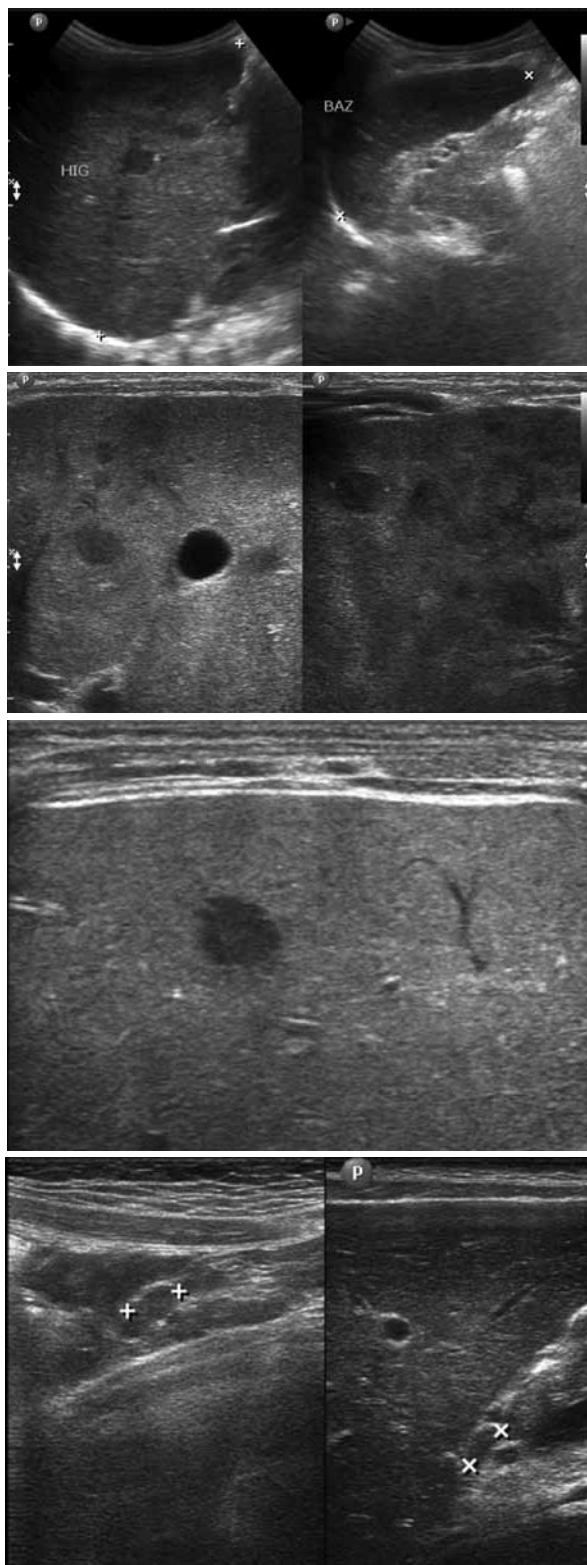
Niña de 7 años, ecografía muestra lesiones nodulares hipoeoicas hepáticas y esplénicas. Figura 2. Niña de 9 años múltiples lesiones hepáticas nodulares hipoeoicas. Figura 3. Niño de 6 años con lesión nodular hepática hipoeoica de bordes definidos. Figura 4. Niño de 9 años. Ecografía muestra adenomegalias periceliacas.
